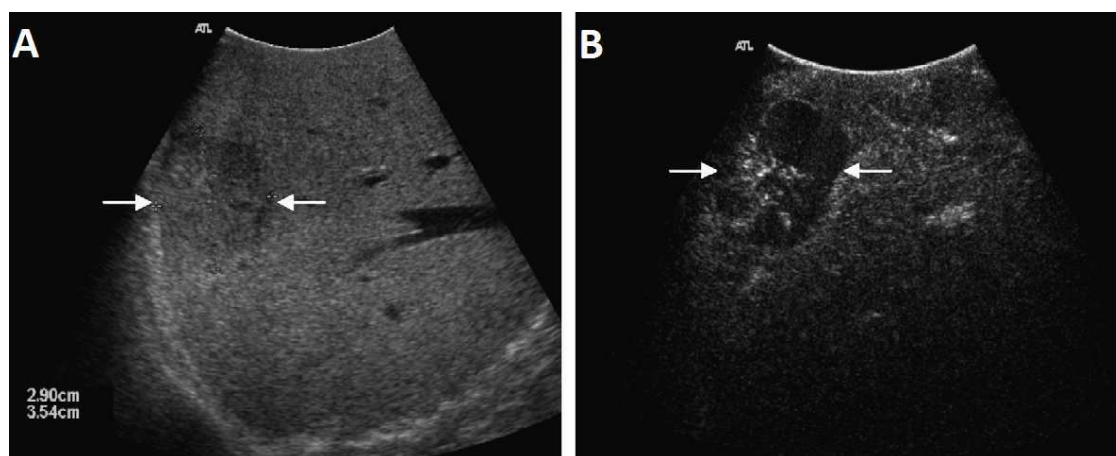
Image d’une métastase coloréctale dans le foie réalisée par imagerie ultrasonore per-opératoire standard (A) et après injection d’un produit de contraste (microbulles SonoVue®, Bracco, Italy.) (B) [Fioole et al., 2008]
